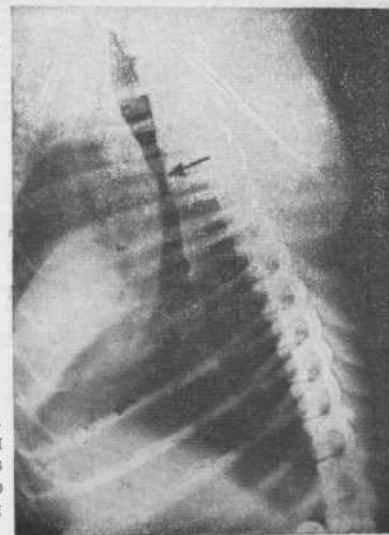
Опыт № 10-С. Рентгенограмма грудной клетки через 10 месяцев после операции. Видно сужение у верхнего края протеза.
